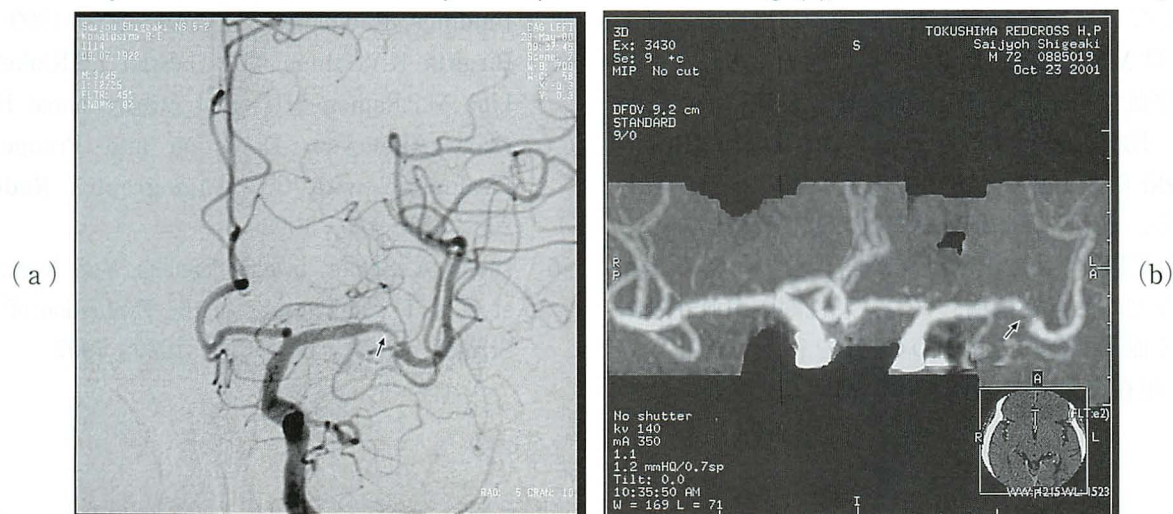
DSA image(a), 3 D-CTA(b) detect the stenosis of the middle cerebral artery
